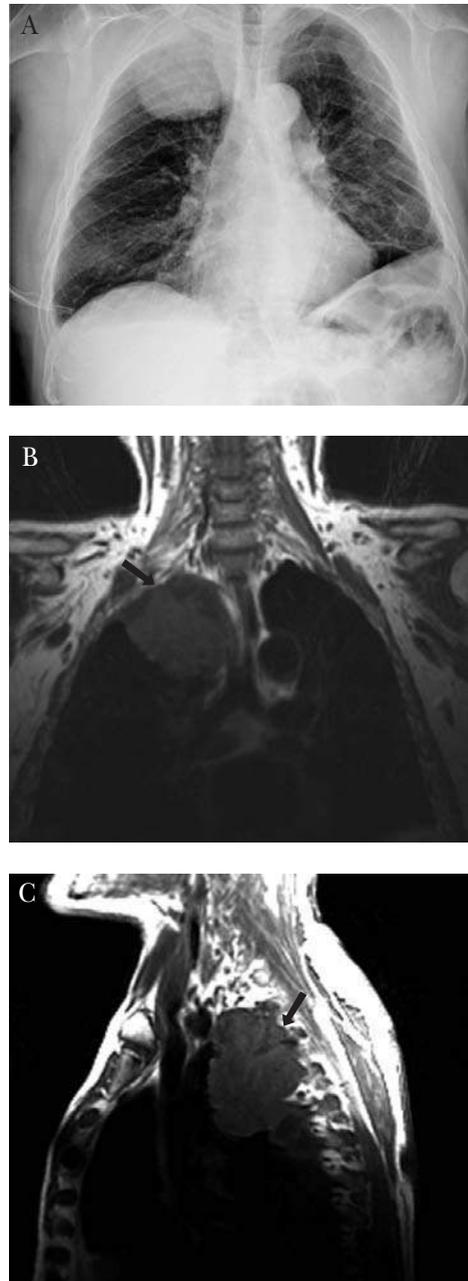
A) Radiografía de tórax en un paciente con una masa situada en el lóbulo superior derecho. La resonancia magnética en corte coronal (B) y sagital (C), presenta una lesión tumoral que infiltra la grasa de la fosa supraclavicular y varios arcos costales (flecha).
